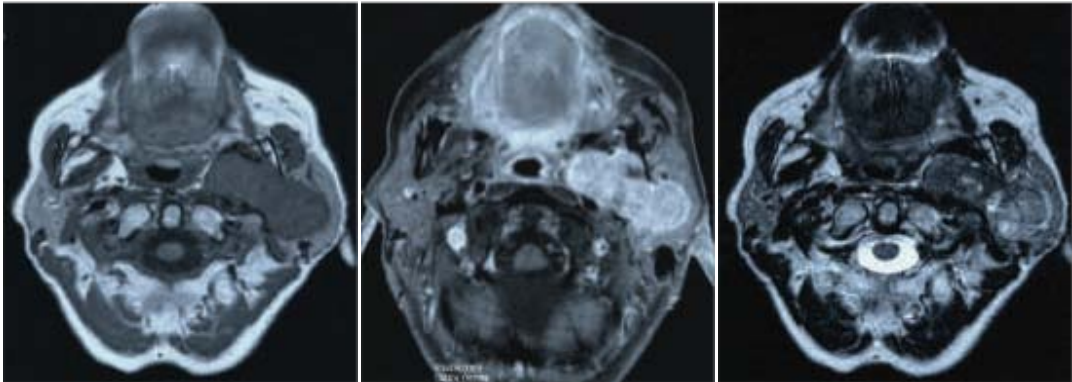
[42] Image IRM en coupe axiale d'une tumeur de la parotide gauche
